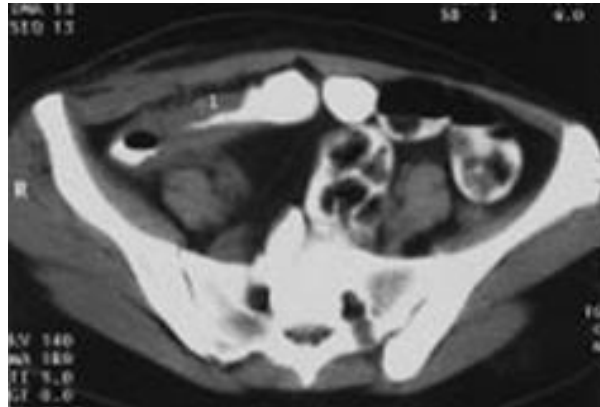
une TDM montrant un rétrécissement pariétal modéré et régulier de la dernière anse iléale[10].
